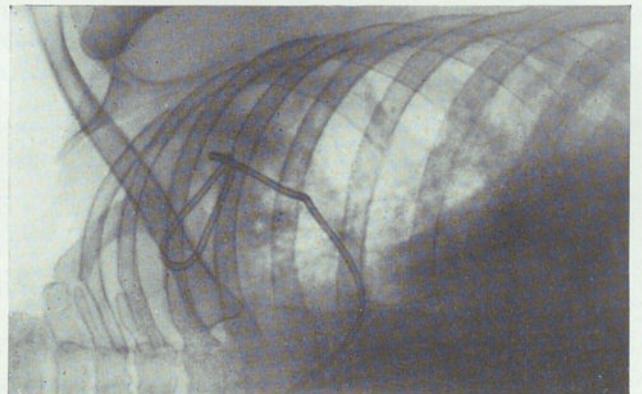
Radiografía del 17-VI-39. Enorme reducción de la imagen cavitaria seis días después.
